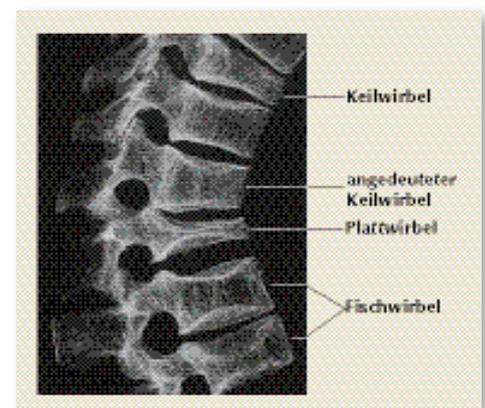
Hier die dem Röntgenbild der Patientin entsprechende Abbildung: die Hinterkante bleibt immer stehen, daher keine neurologische Symptomatik. Mit ihrem Korsett und Analgetika konnte die Patientin nach 8 Tagen wieder im Haushalt mitarbeiten.
